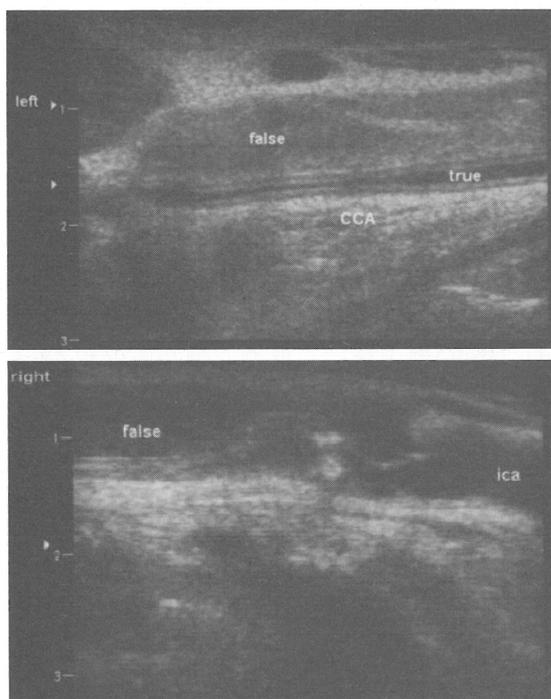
頸部血管エコー。偽腔形成を認める。左総頸動脈の真腔は偽腔に圧排されており、偽腔は血栓化していた。
